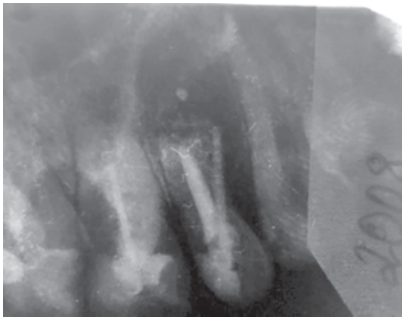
Прицільна рентгенограма 22-го зуба, 2008 рік.
